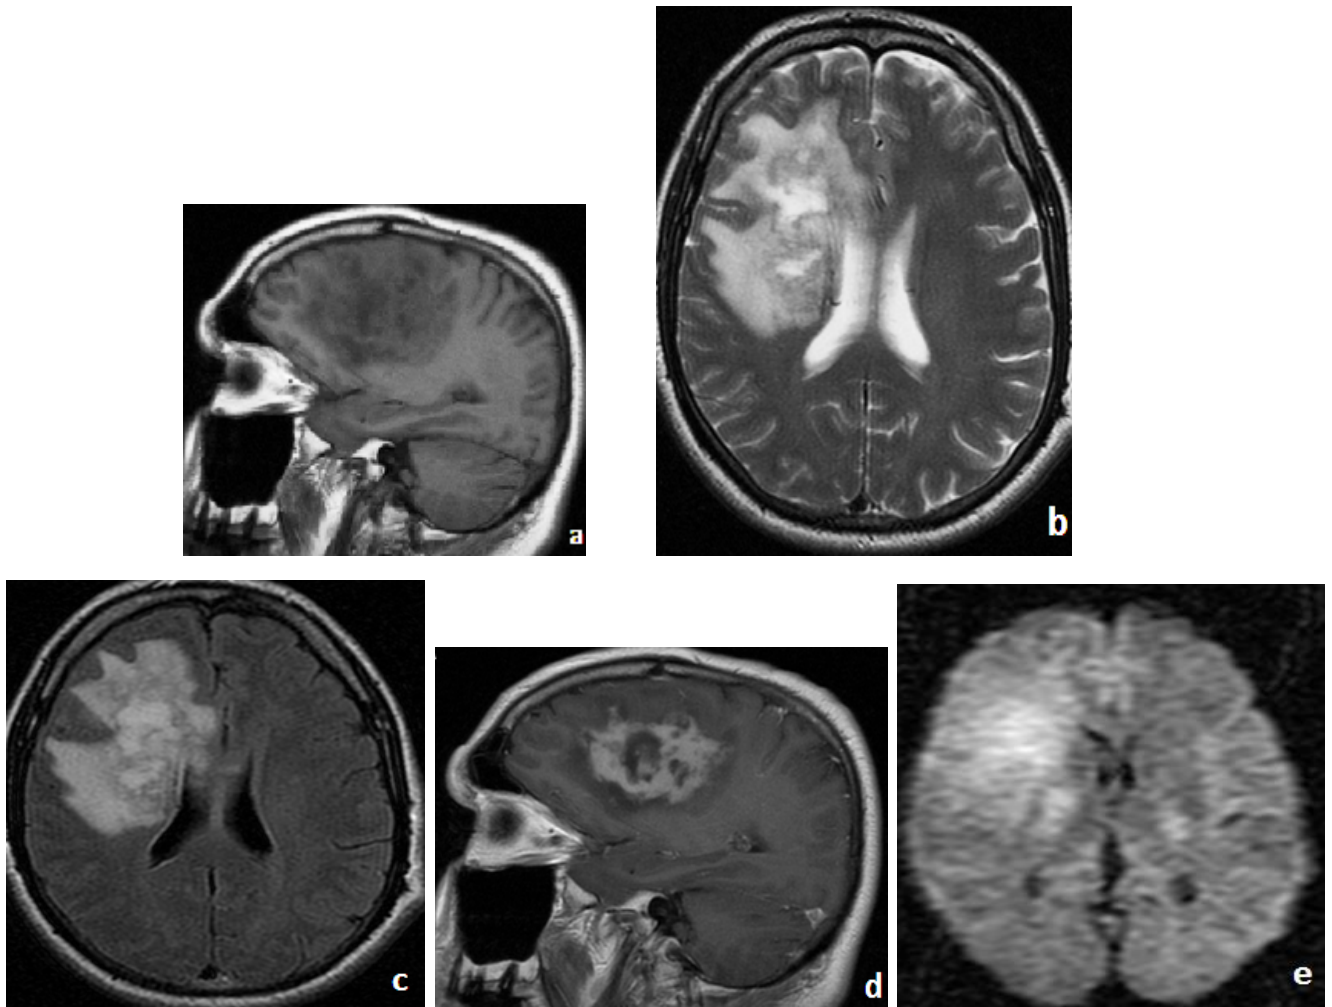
Processus parenchymateux hémisphérique droit, paraventriculaire, , mal limité, tissulaire, hypointense hétérogène en T (a), hyperintense en T (b) et FLAIR (c). Après injection de gadolinium, le rehaussement est intense et hétérogène délimitant une nécrose centrale (d). La tumeur est hyperintense en diffusion (e).
